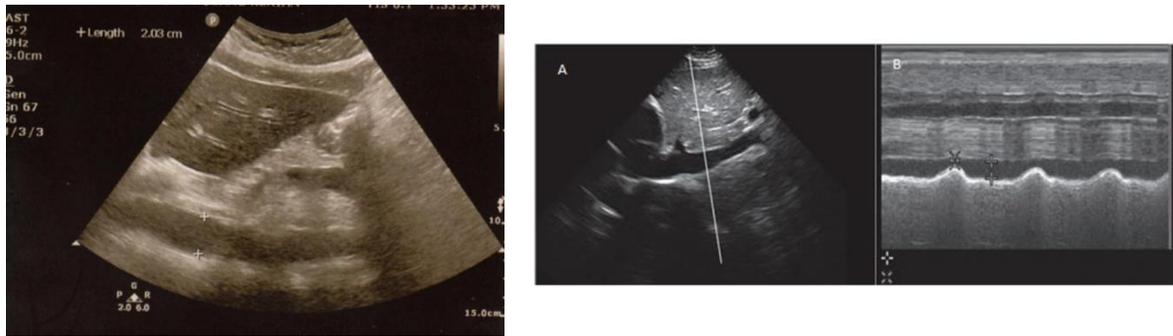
Medición de vena Cava por ultrasonido.
